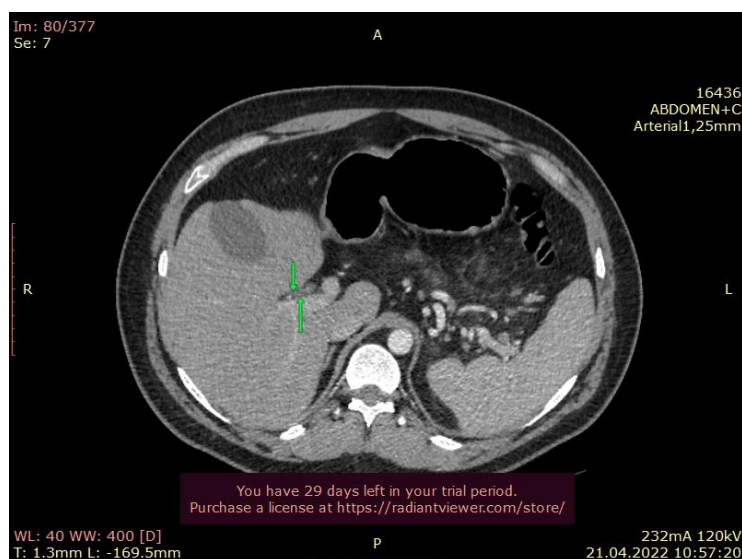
МСКТ больного Т. с внутривенным усилением (21.04.2022). Общий печёночный проток (стрелки) диаметром 4-5 мм
